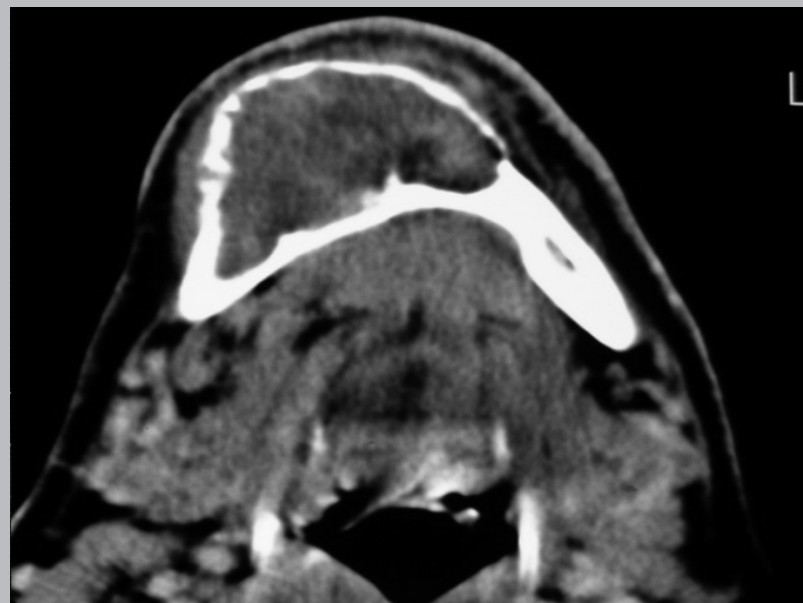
Hombre de 46 años. En radiografía panorámica se aprecia extensa lesión radiolúcida multiloculada de límites corticalizados irregulares, que compromete desde el borde marginal al borde basilar. Nótese expansión del borde basilar. En corte axial de escáner se observa abombamiento y adelgazamiento de tabla vestibular producido por la lesión.
